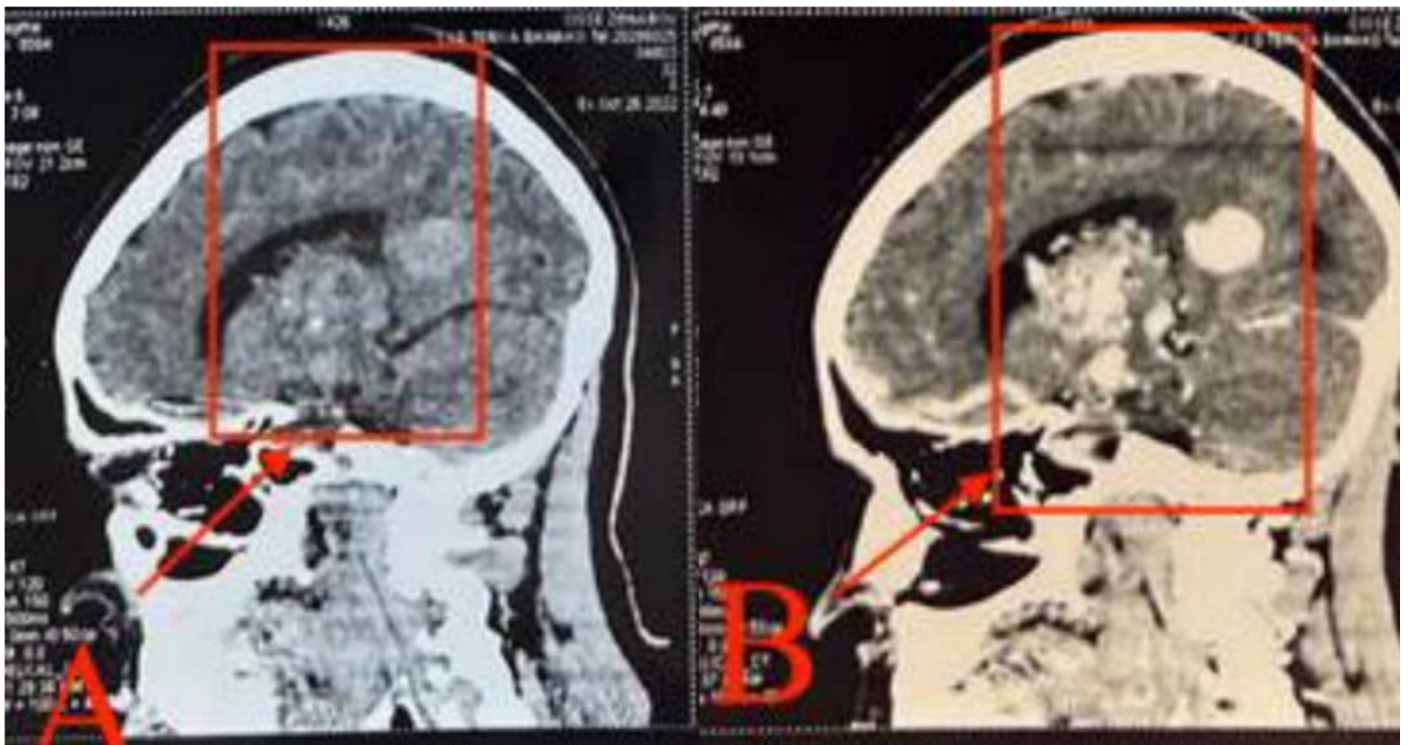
Aspects scanographiques de la malformation artérioveineuse. A : Coupe sagittale de la TDM sans injection du produit de contraste montrant des structures ovalaires discrètement hyperdense en contraste spontanée siégeant en péri-ventriculaire avec la présence de quelques discrètes zones de calcifications nodulaires et micronodulaires; B : Coupe sagittale de la TDM avec injection du produit de contraste craniocéphalique montrant l'image d'un réseau vasculaire serpiginoux lenticulaire gauche de 28 x 17 mm avec la présence d'un sac vasculaire et d'une importante dilatation de la veine de Galien, ainsi qu'une légère dilatation de la veine basilaire en faveur de la malformation artérioveineuse parenchymateuse cérébrale.
